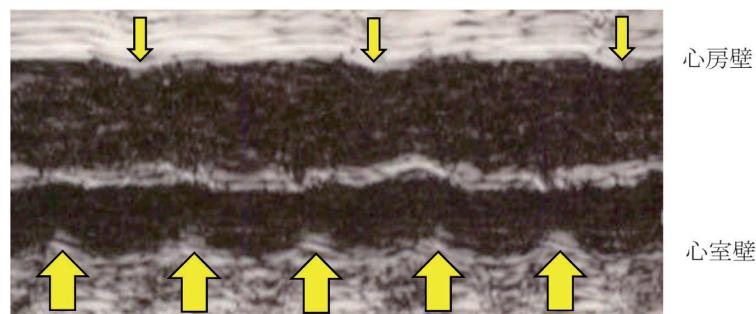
経腹超音波断層法 Mモード心エコー法 間欠的心室頻拍
